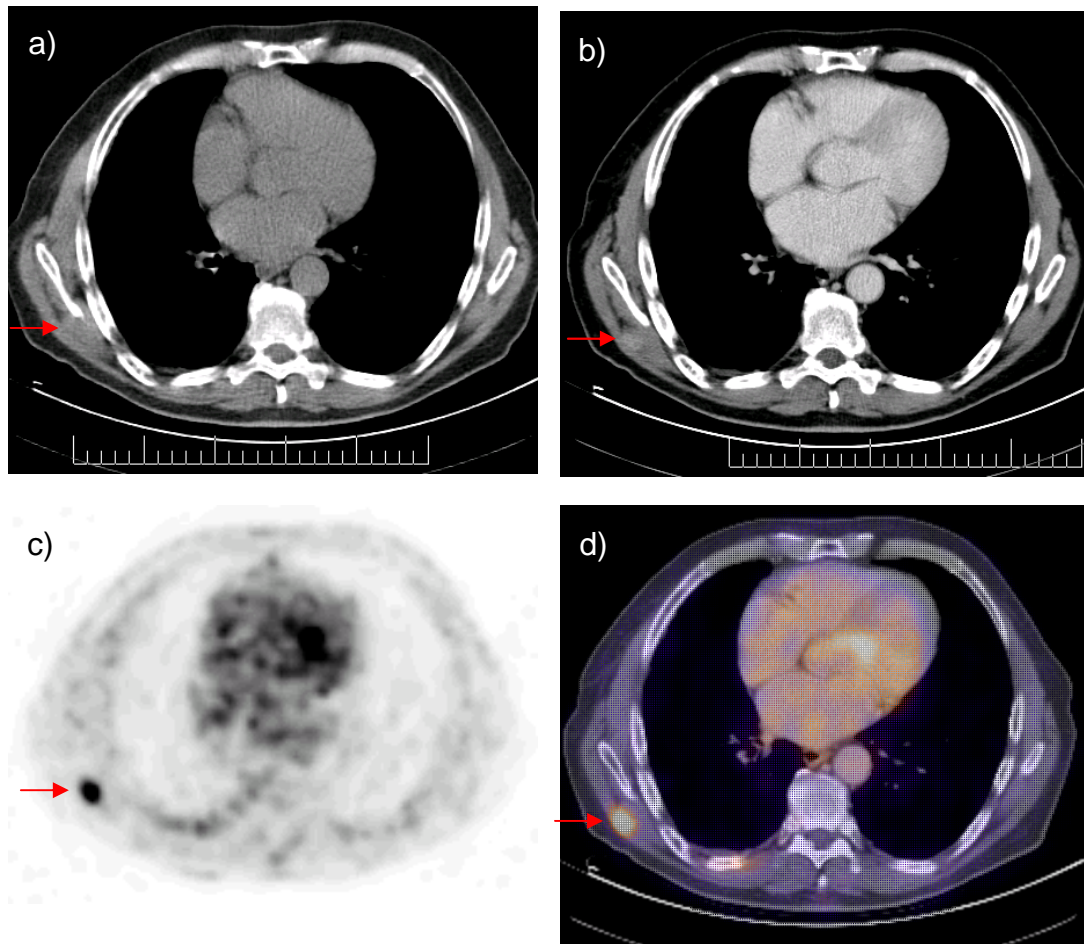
Falsch-negative Muskelmetastase in der CT, 70-jähriger Patient
